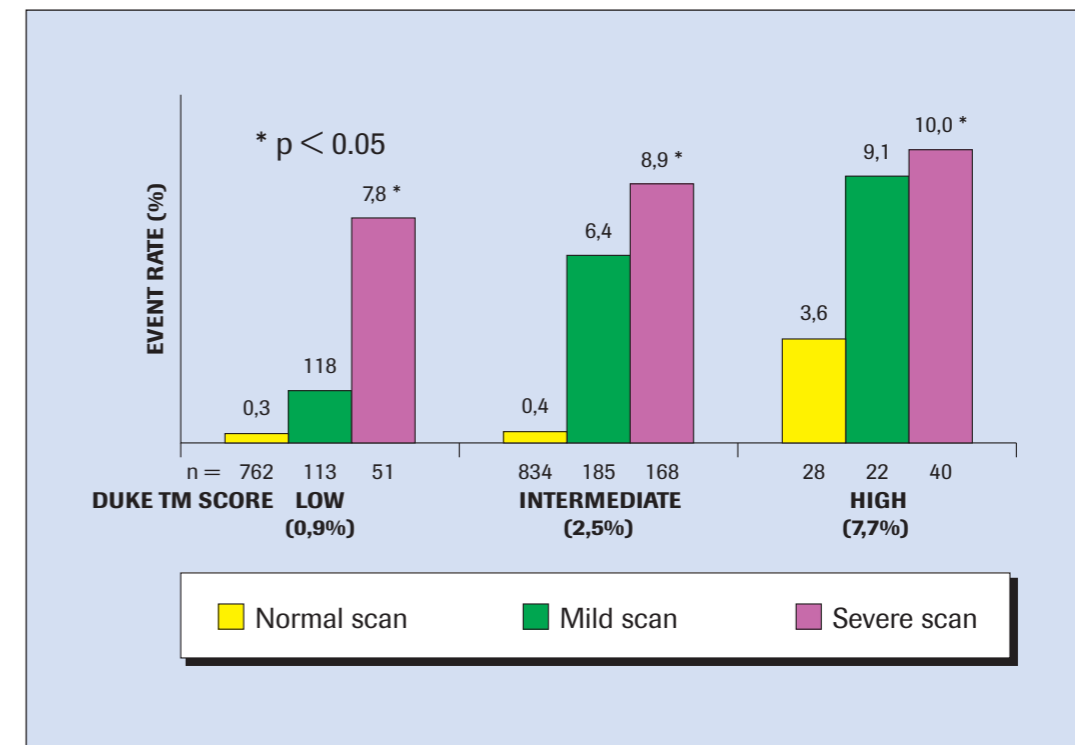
Relazione tra rischio post-test da sforzo e rischio post-scintigrafia miocardica.
